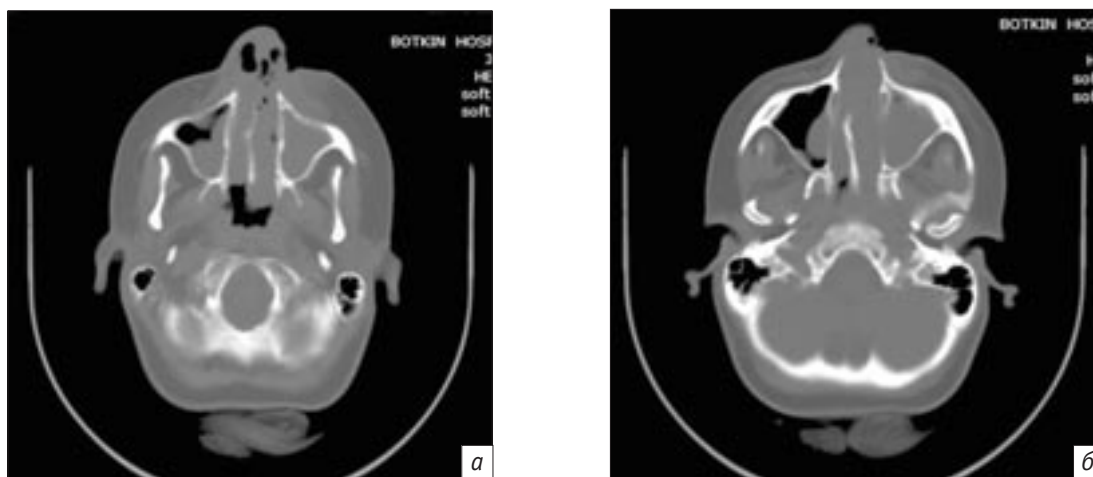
Компьютерные томограммы придаточных пазух: двустороннее поражение верхнечелюстных пазух, инфильтративно-некротические изменения мягких тканей лица (а, б)
